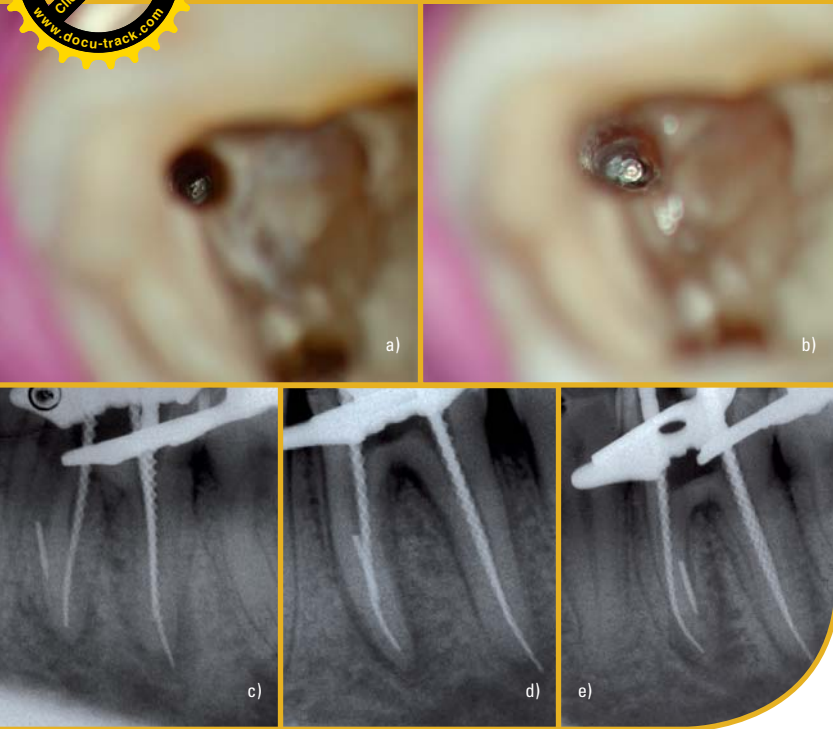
Bei der Aufweitung eines mesialen Kanals ist ein Gatesbohrer frakturiert (a und b). Die röntgenologische Darstellung zeigt ein recht großes Fragment (c, d und e).
